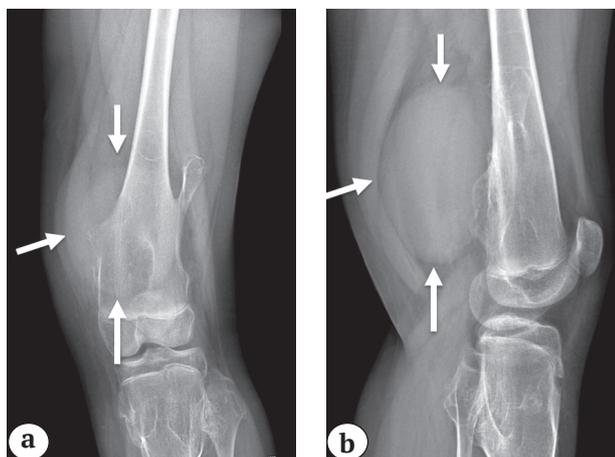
Рентгенограмма левого коленного сустава больной 12 лет:
